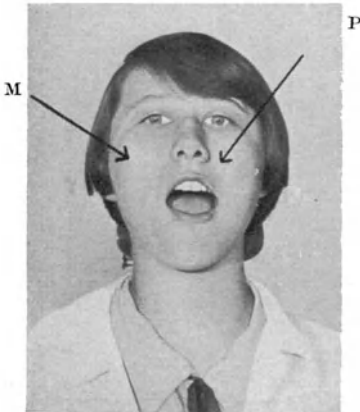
Einstellung der Röntgenstrahlen zur Aufnahme der Prämolaren = P und der Molaren = M im Oberkiefer.
